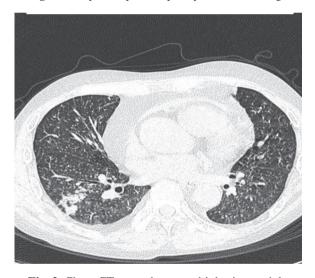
Chest CT scan shows multiple tiny nodules with random distribution in both lungs.
